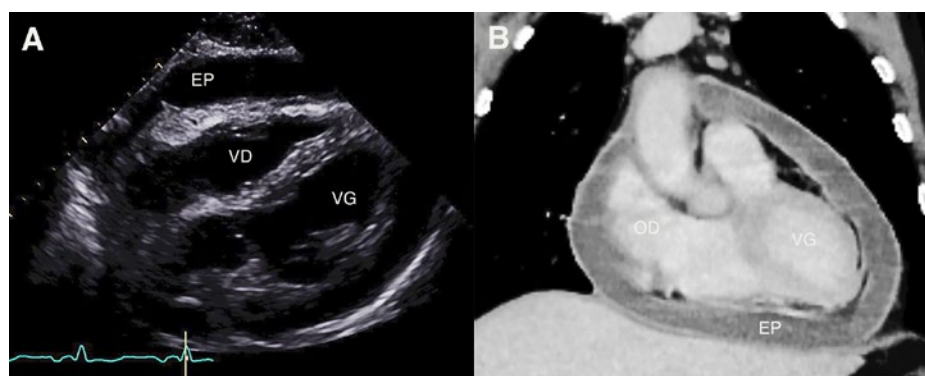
Présence d'un large épanchement péricardique avec des dépôts fibrineux intrapéricardiques. A) Vue sous-costale à l'échocardiographie transthoracique; B) coupe frontale à la tomodesitométrie thoracique. VD: ventricule droit; VG: ventricule gauche; OD: oreillette droite; EP: épanchement péricardique.
